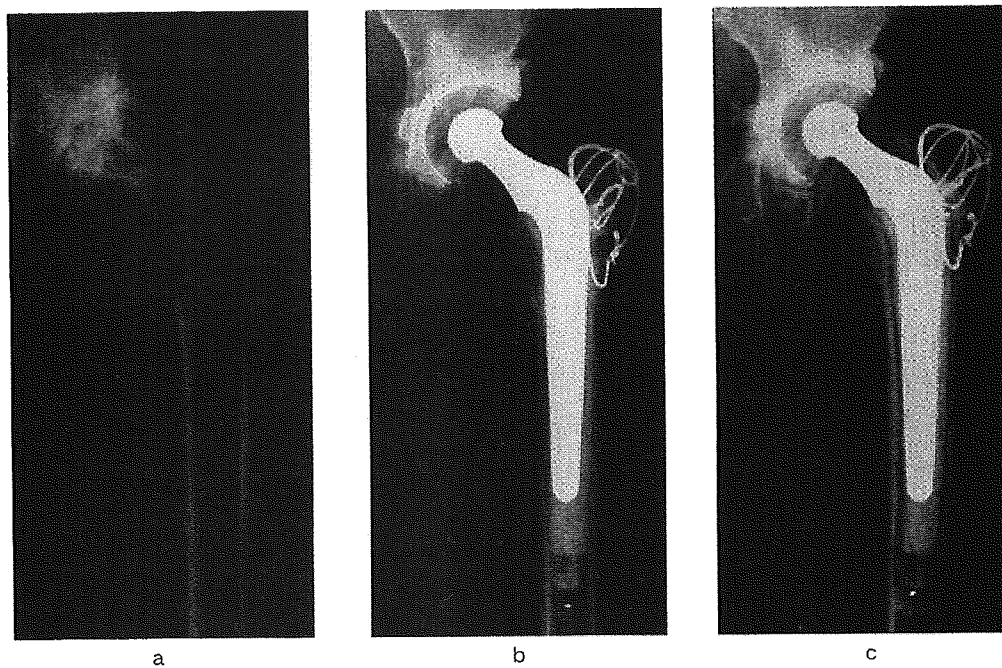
症例2 (50歳, 女, 亜脱臼性 OA) の股関節前X線前後像
